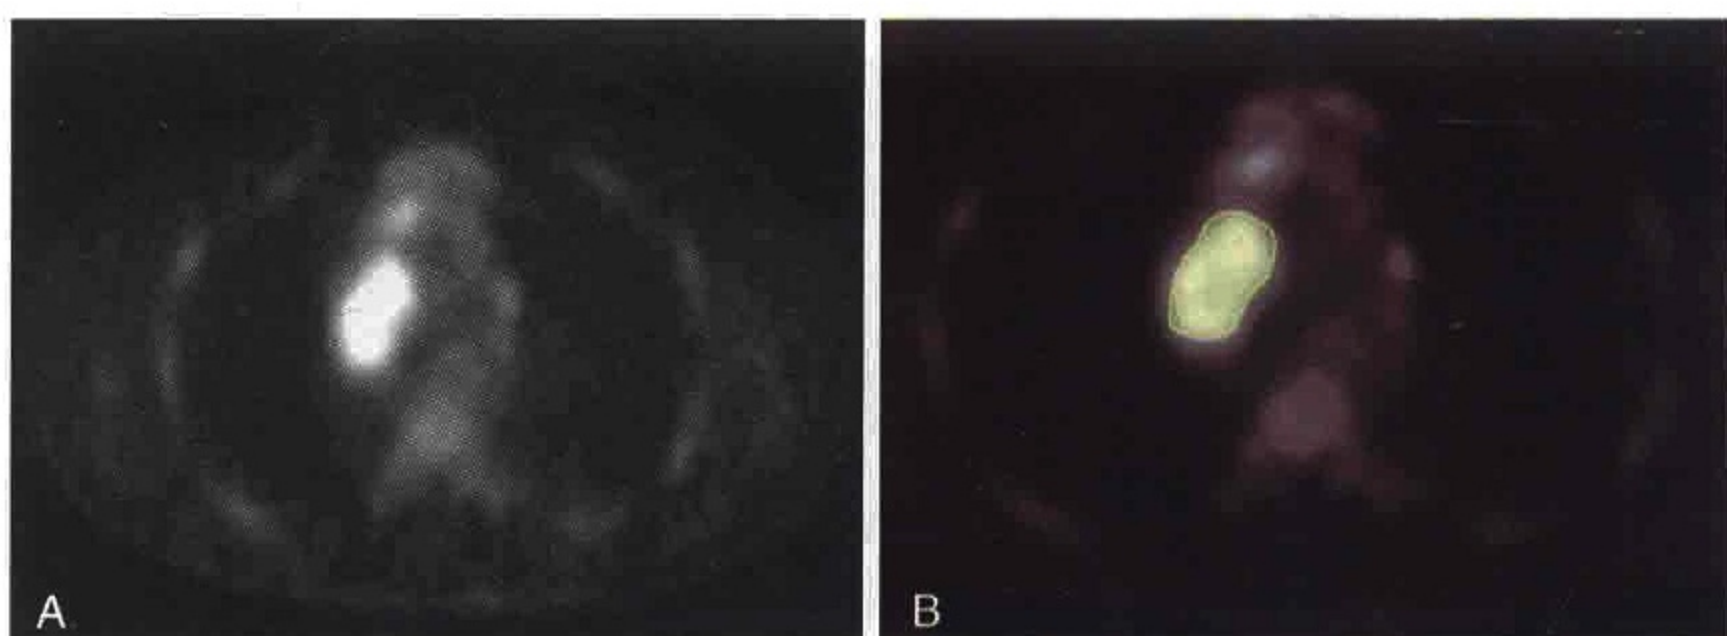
胸部横轴位 PET 扫描显示淋巴瘤患者纵隔淋巴结 FDG 摄取增高 (绿色)
